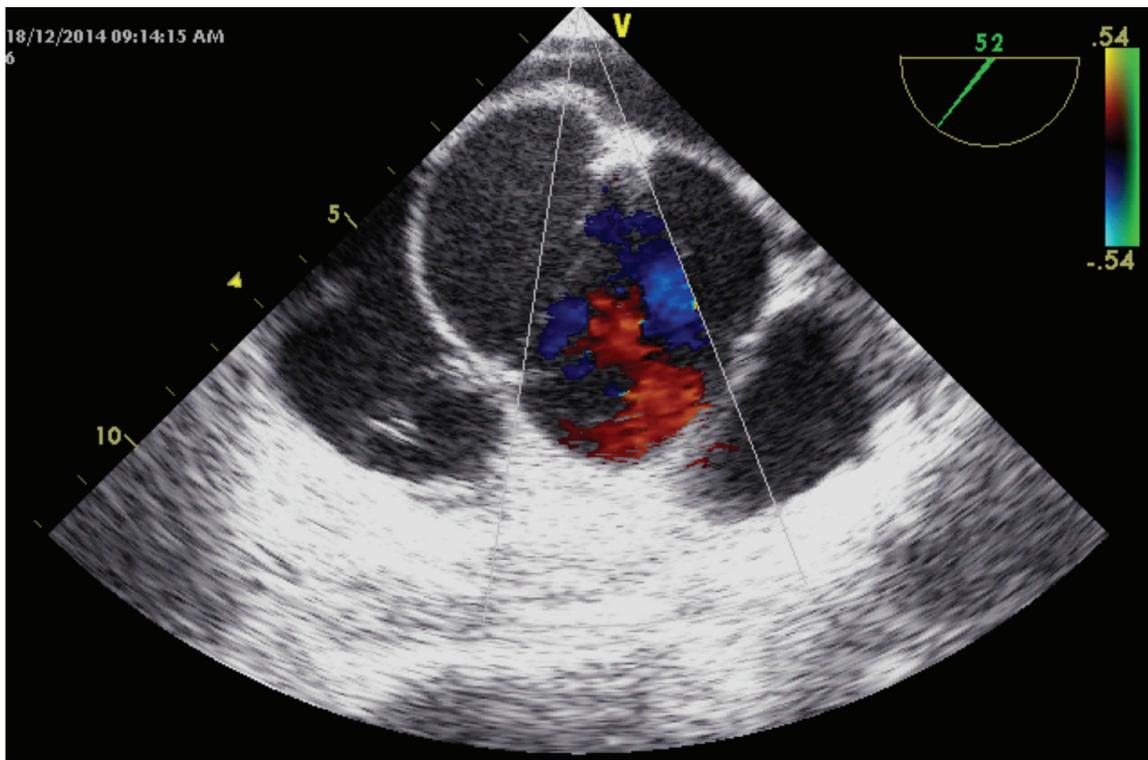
Ecocardiograma transesofágico. Nótese la insuficiencia aórtica central. Obtenido de un paciente de 52 años del Hospital San Juan de Dios con aneurisma del seno de Valsalva.
